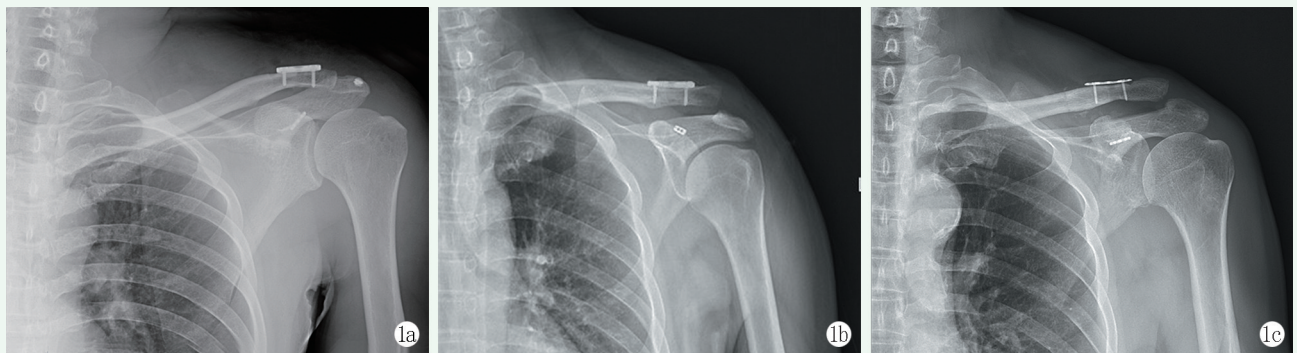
肩锁关节脱位悬吊袢钢板固定术后再脱位 1a: 患者,男,48岁,术后6个月X线片示肩锁关节再脱位,分析原因为喙突骨隧道建立不佳,术后骨隧道骨折 1b: 患者,男,58岁,术后5个月X线片示肩锁关节再脱位,分析原因为骨质疏松,术后隧道切割致Endobutton钢板脱出 1c: 患者,男,56岁,术后2个月X线片示肩锁关节再脱位,分析原因为过早负重
